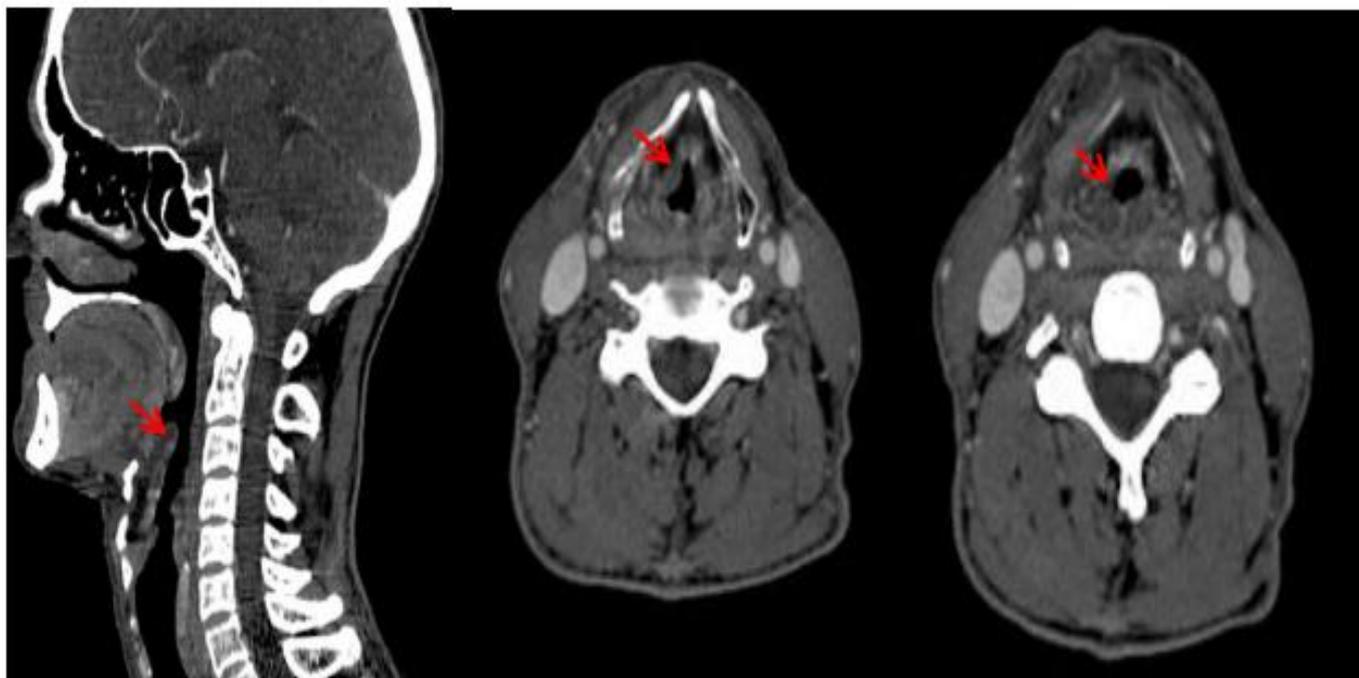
Une TDM cervicale en coupe axiale et sagittale injectée montrant un épaissement glotto-susglottique laryngé sans prise de contraste pathologique d'allure post-radique
